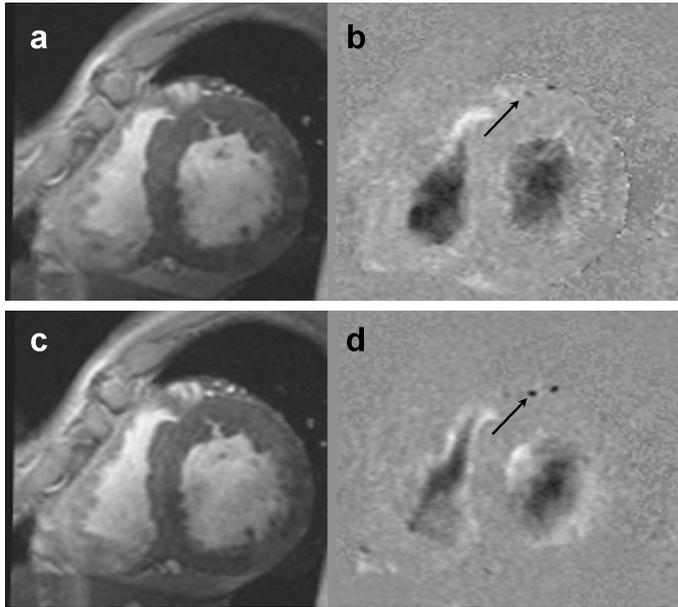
Magnitude (left) and phase difference (right) MR images of the left anterior descending coronary artery in the resting state (a and b) and during dipyridamole stress (c and d) in a healthy subject acquired with breath-held phase contrast cine MR imaging. Note that blood flow in the coronary artery (arrows) is augmented during pharmacological stress.
